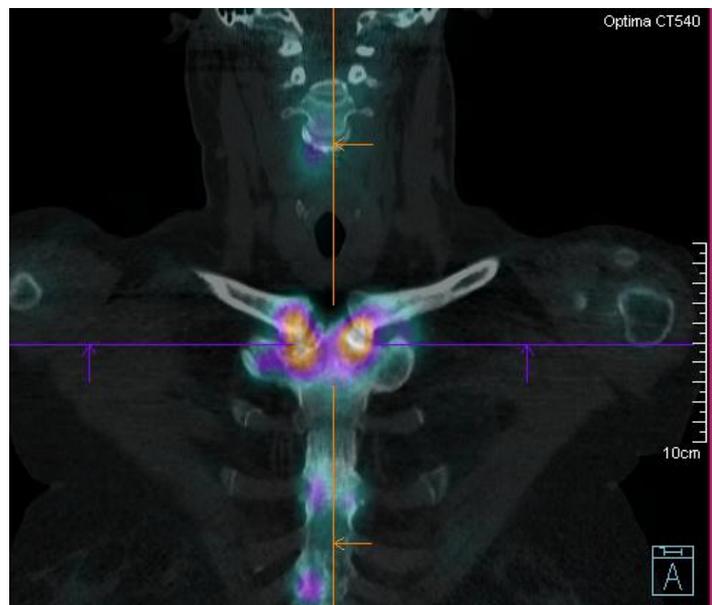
TEMP/TDM de la région thoracique supérieure
